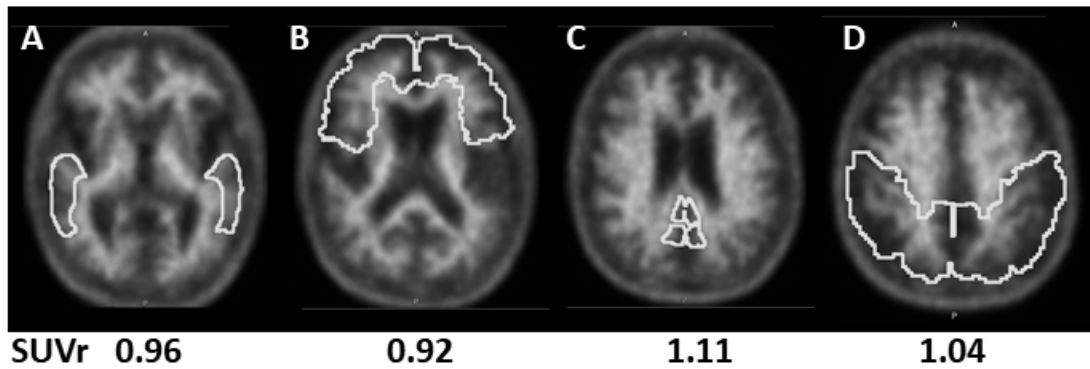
SUVr of the lateral temporal lobes in negative patient, (A) Frontal lobes, (B) Posterior cingulate and Precuneus, (C) Parietal lobes, (D)
